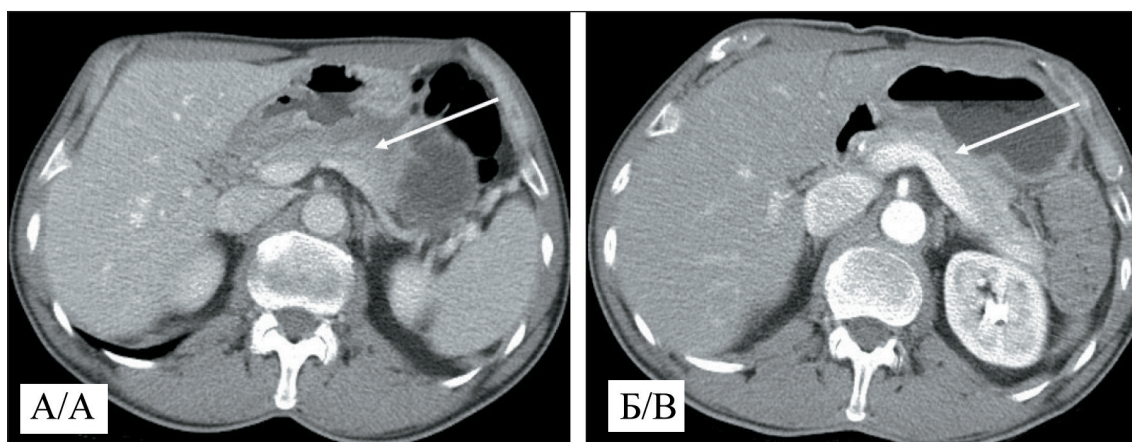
СКТ органов брюшной полости: А. Опухоль дистальной трети желудка с признаками вовлечения всех слоев стенки и распространения на тело поджелудочной железы (стрелка) до лечения; Б. После химиолучевого лечения размеры опухоли уменьшились с сохранением признаков ее распространения на тело поджелудочной железы (стрелка)
